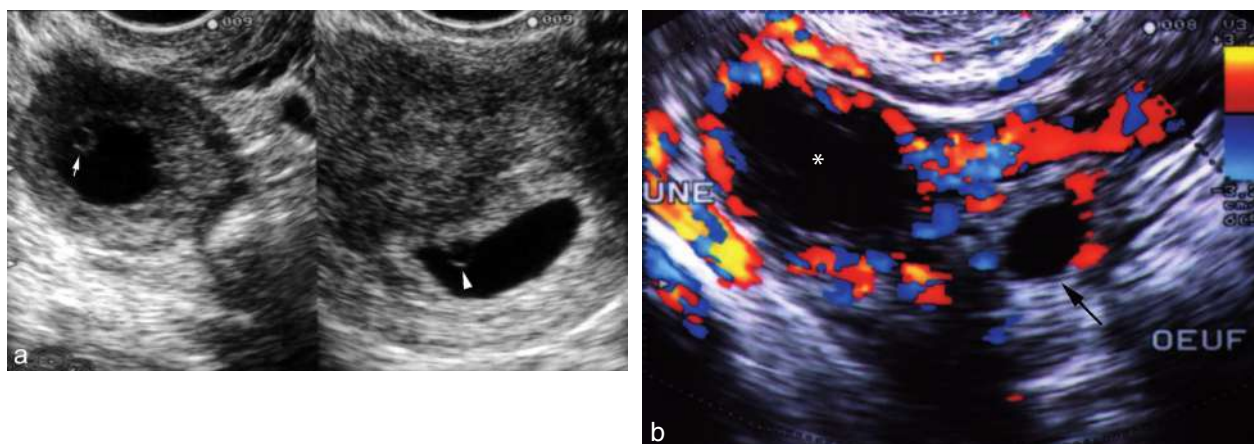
Corps jaune ou GEU? a. Corps jaune et grossesse intra-utérine. À gauche, le corps jaune contient un caillot simulant une vésicule vitelline (→), à droite présence d'un œuf intra-utérin contenant la vraie vésicule ombilicale (►). b. GEU. Le petit œuf extra-utérin (→) entouré de quelques vaisseaux est visible au contact du corps jaune gravidique (*) avec sa couronne vasculaire typique en Doppler couleur.
